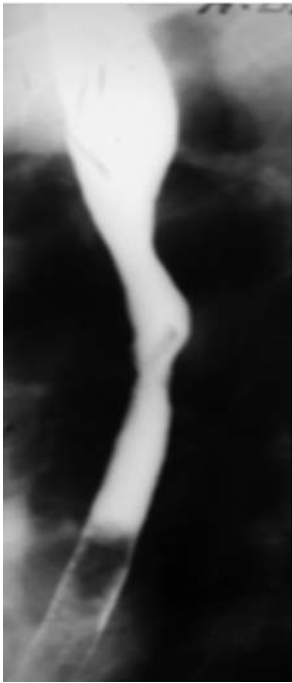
Рентгенограмма пищевода больного П. 42 лет с выборочной ПОСП средне-грудного отдела
